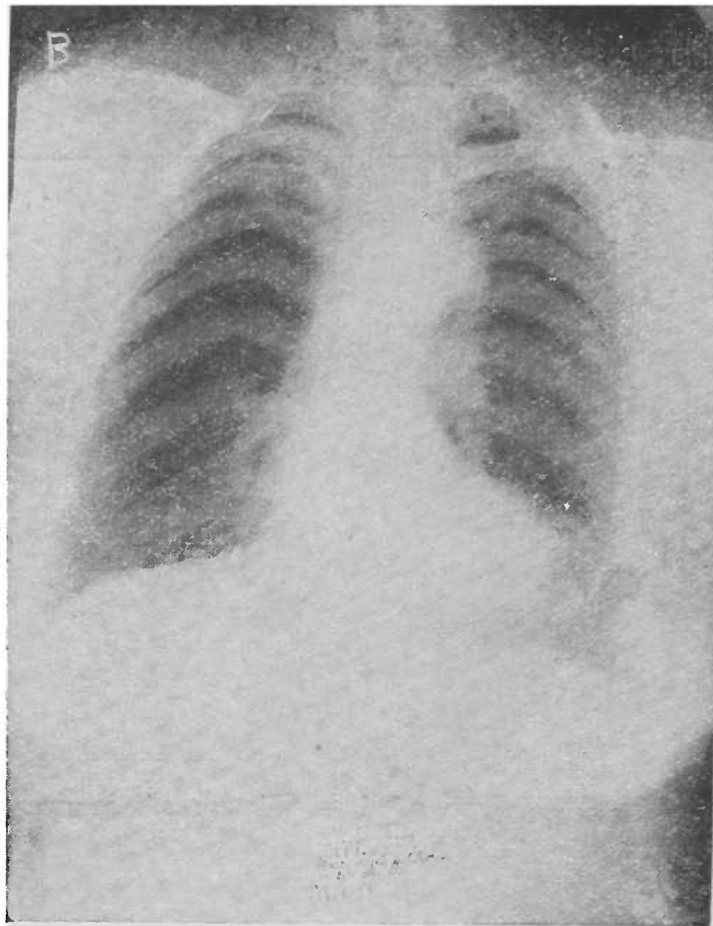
Caso n.º 2 — Radiografia do coração em O. A. D.
